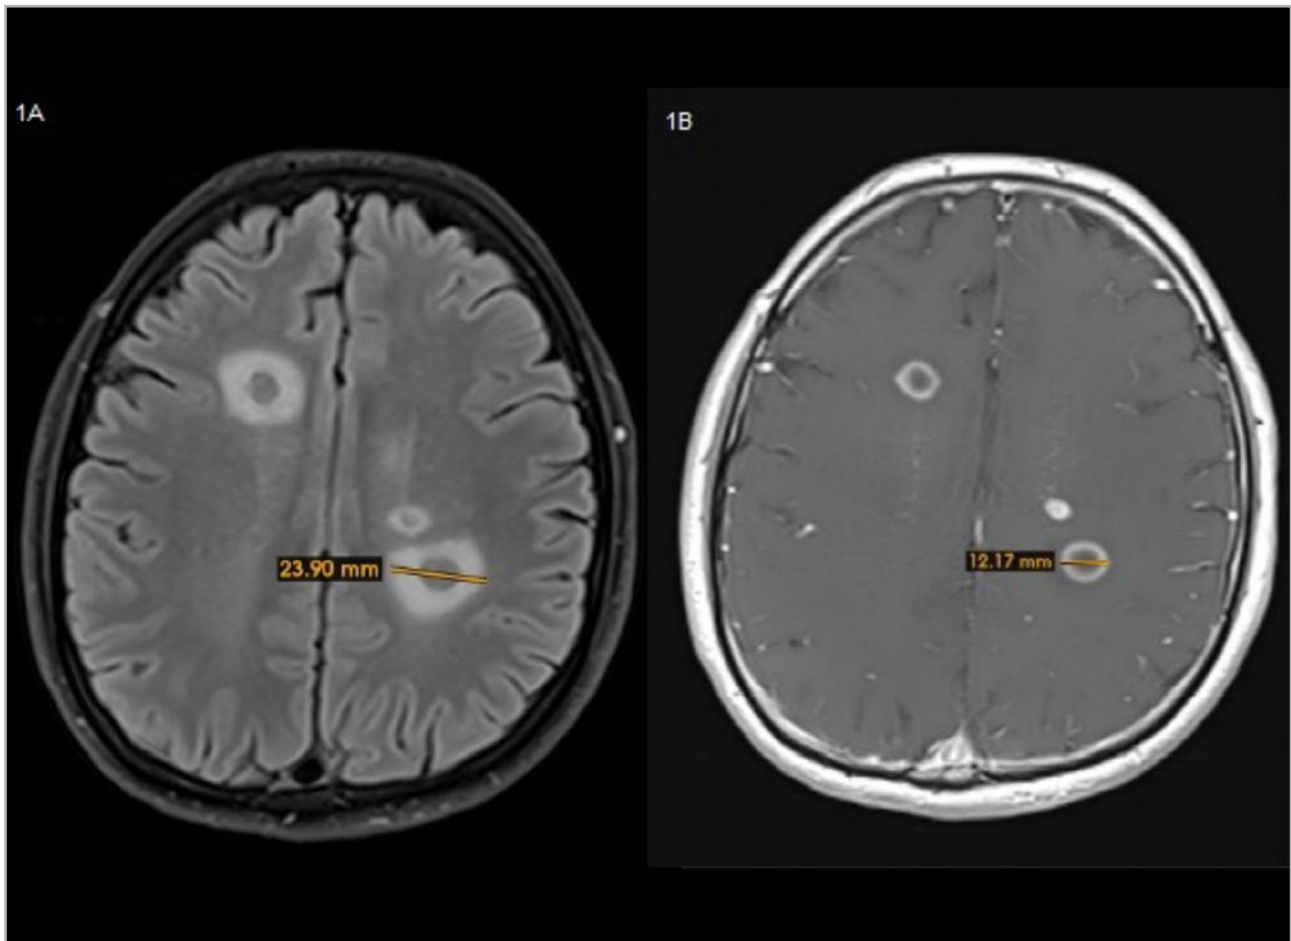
Caso propio. Paciente de 30 años con esclerosis múltiple remitente recurrente (EMRR). Secuencia potenciada en T1 posgadolinio (1B) que muestra placas desmielinizantes < 2 cm, con criterios de lesión tumefactiva al mostrar edema perilesional extenso en la secuencia FLAIR (1A).
